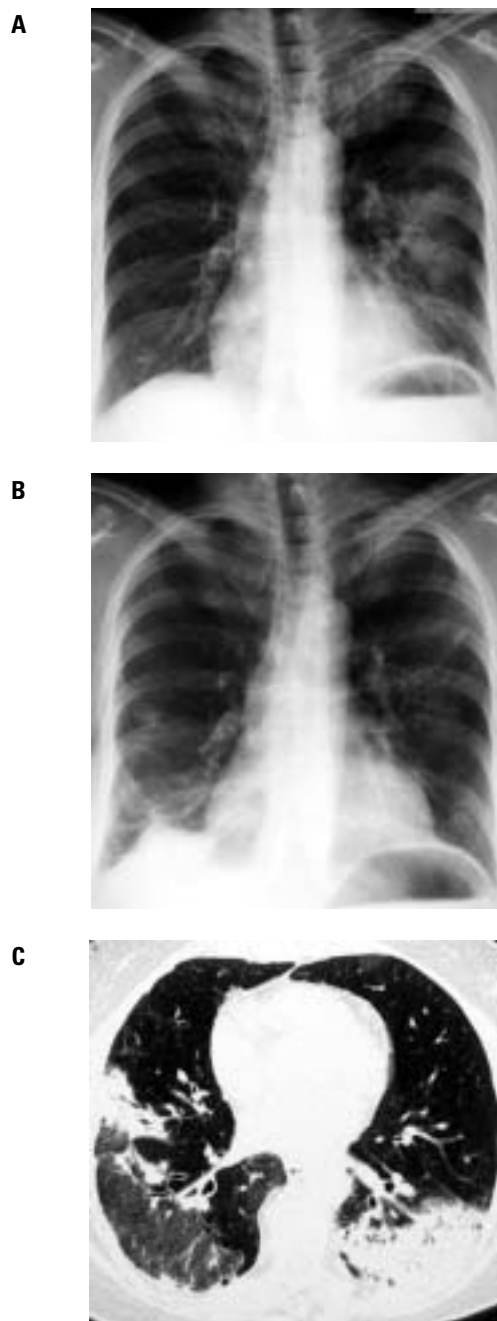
RTG klatki piersiowej w projekcji PA. Zapalenie płuca prawego u chorego na niedrobnokomórkowego raka płuca w okresie remisji. Rozległy obszar zagęszczeń miąższowych w polu górnym płuca prawego. Guz w płacie górnym prawym, powiększone węzły chłonne prawej wnęki i przytchawicze prawe; B. Zdjęcie kontrolne wykonane po 3 tygodniach antybiotykoterapii. Znaczna regresja zagęszczeń odpowiadających nakładającym się zmianom zapalnym w płacie górnym prawym
